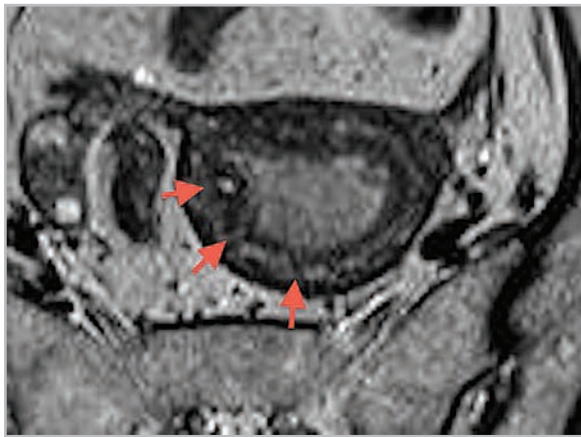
МР-томограмма органов малого таза у женщины репродуктивного возраста (Т2-ВИ в плоскости, перпендикулярной полости матки). В полости матки определяется опухолевое образование эндометрия неоднородной гиперинтенсивной структуры. Стрелками указана фрагментация «соединительной» зоны, что свидетельствует об инвазии в миометрий
